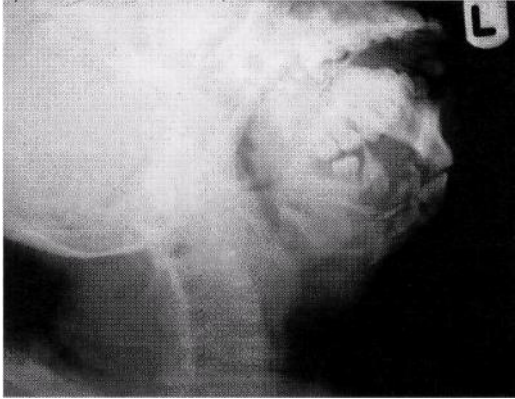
Lateral oblique radiograph showing comminuted fracture of the left body of the mandible following a medium-velocity missile injury
